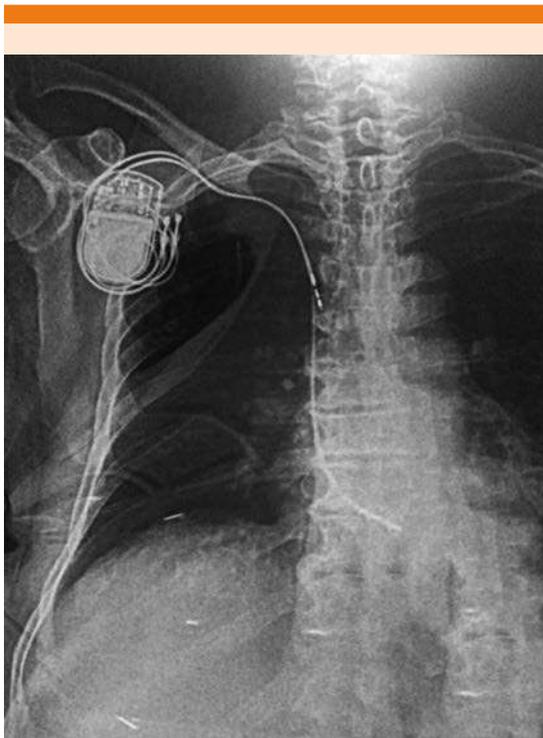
Radiografía de tórax que muestra la colocación inapropiada de los cables.
